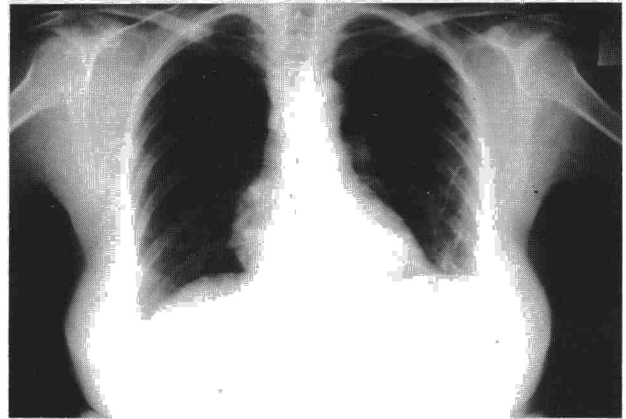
Radiografía PA de tórax 10 meses después de iniciar el tratamiento.
